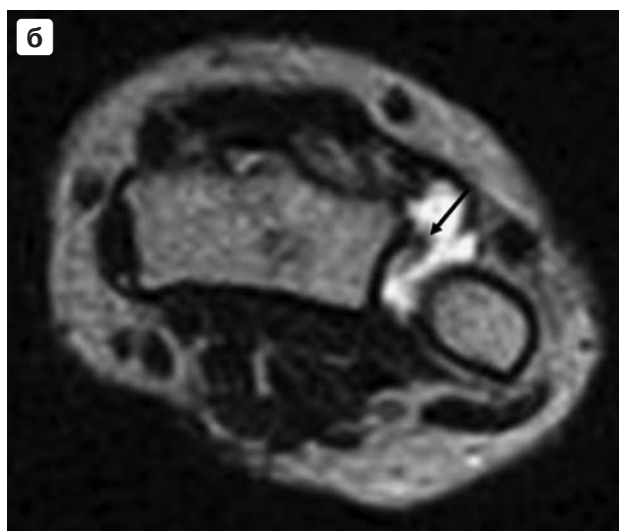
а – аксиальная компьютерная томограмма на уровне дистального лучелоктевого сустава. Неравномерное расширение суставной щели дистального лучелоктевого сустава, подозрение на разрыв тыльной лучелоктевой связки; б – аксиальная магнитно-резонансная томограмма. Разрыв тыльной лучелоктевой связки.
